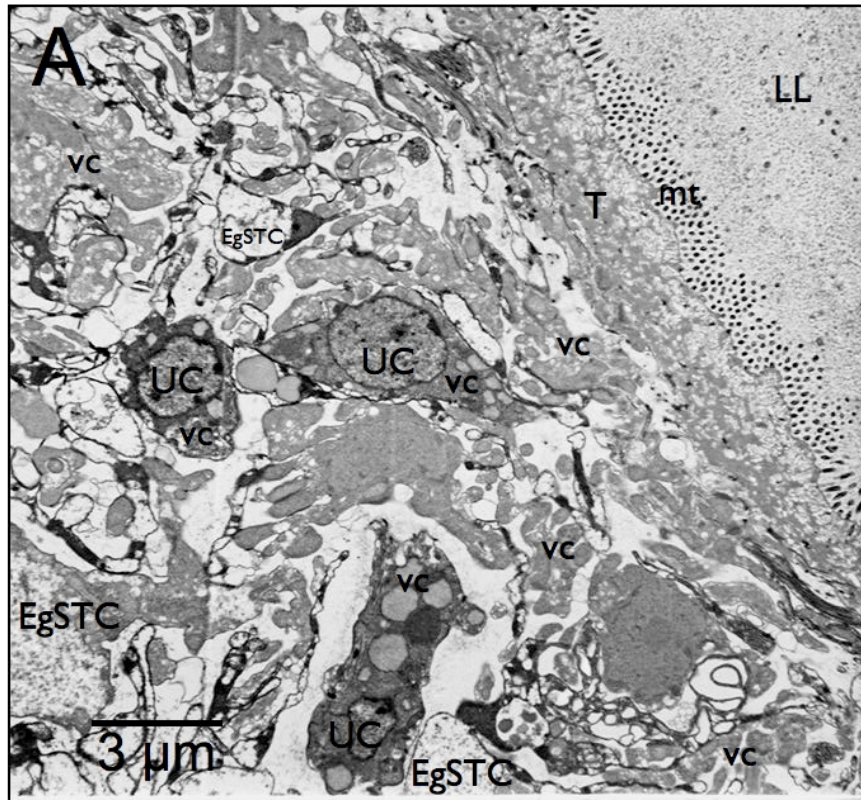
Transmissionselektronenmikroskopische Aufnahmen des mit NTZ bestrahlten Metacystodengewebes: A 50Gy + 1µg/ml NTZ, deutliche Vesikulierung des Cytoplasmas (vc) der undifferenzierten Zellen (UC) sowie leere Glycogenspeicher (EgSTC). Mikrotubuli (mt) und Laminarschicht (LL) intakt; B 100Gy + 1µg/ml NTZ. Veränderungen wie in A, zusätzlich abgerundeten Mitochondrien (RM), Zellkern (n) der undifferenzierten Zell intakt.
